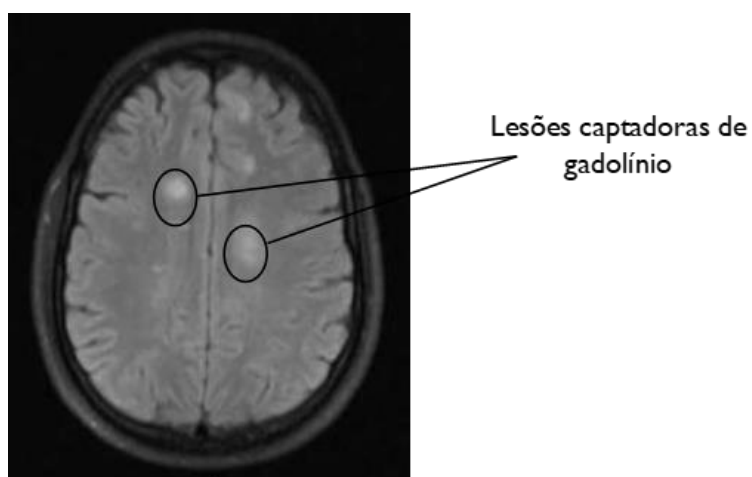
Imagem obtida através de RMN ao cérebro de um doente com EMRR, com evidência de lesões ativas na substância branca (Anexo 3).
